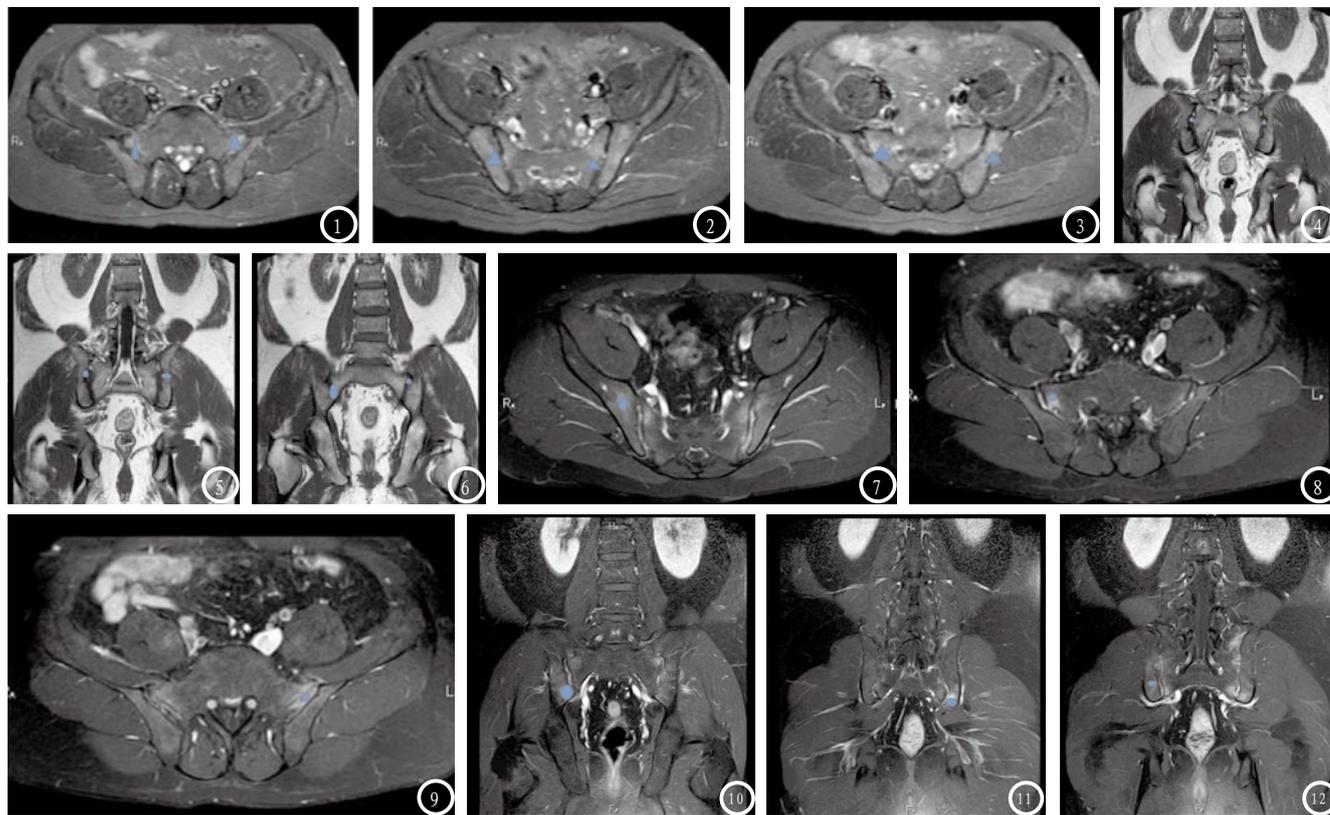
MRI平扫轴位上T2脂肪抑制序列图像。图4-6 MRI平扫轴位上冠状位脂肪抑制序列图像。图7-12 MRI增强T1序列轴位、冠状位的显示图像。
